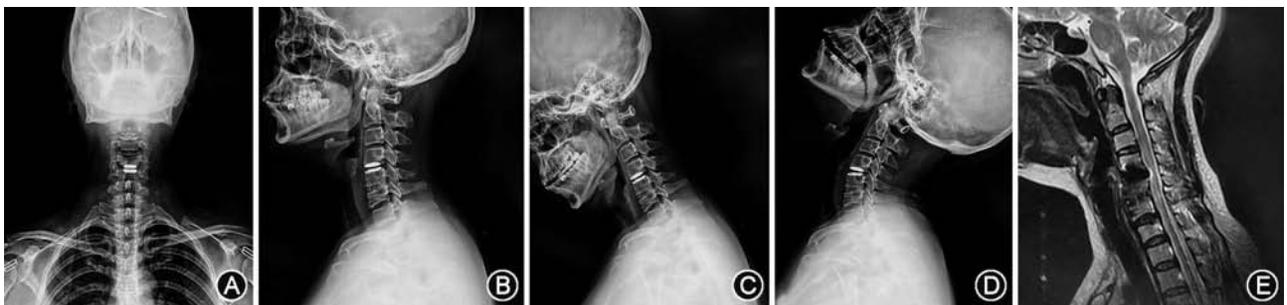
颈椎人工间盘置换术治疗颈椎邻椎病术后 24 个月影像资料 A: 颈椎正位 X 线片, 可见假体居中, 位置良好; B: 中立位 X 线片, 颈椎整体前凸存在, C_{4/5} 前凸较术后 1 个月未见明显下降; C、D: 过屈过伸位 X 线片, 可见颈椎整体运动功能及手术节段运动功能维持较好; E: 矢状位 T₂ 加权像 MRI 显示脊髓减压充分, 邻近节段 C_{2/3} 及 C_{6/7} 椎间盘无明显突出
